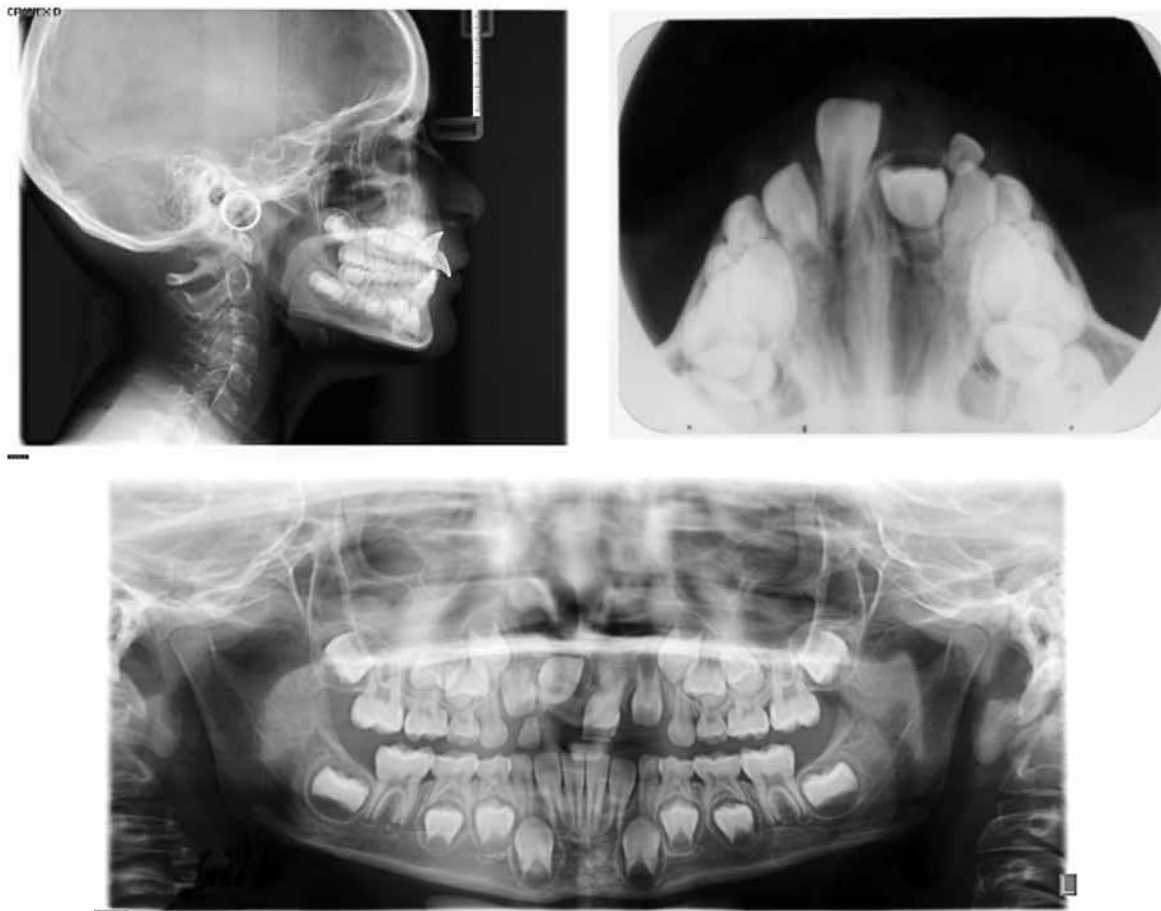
Radiografía panorámica, oclusal y cefálica lateral, muestran la presencia de un incisivo superior impactado y dilacerado producto de un trauma dental en el pasado.
